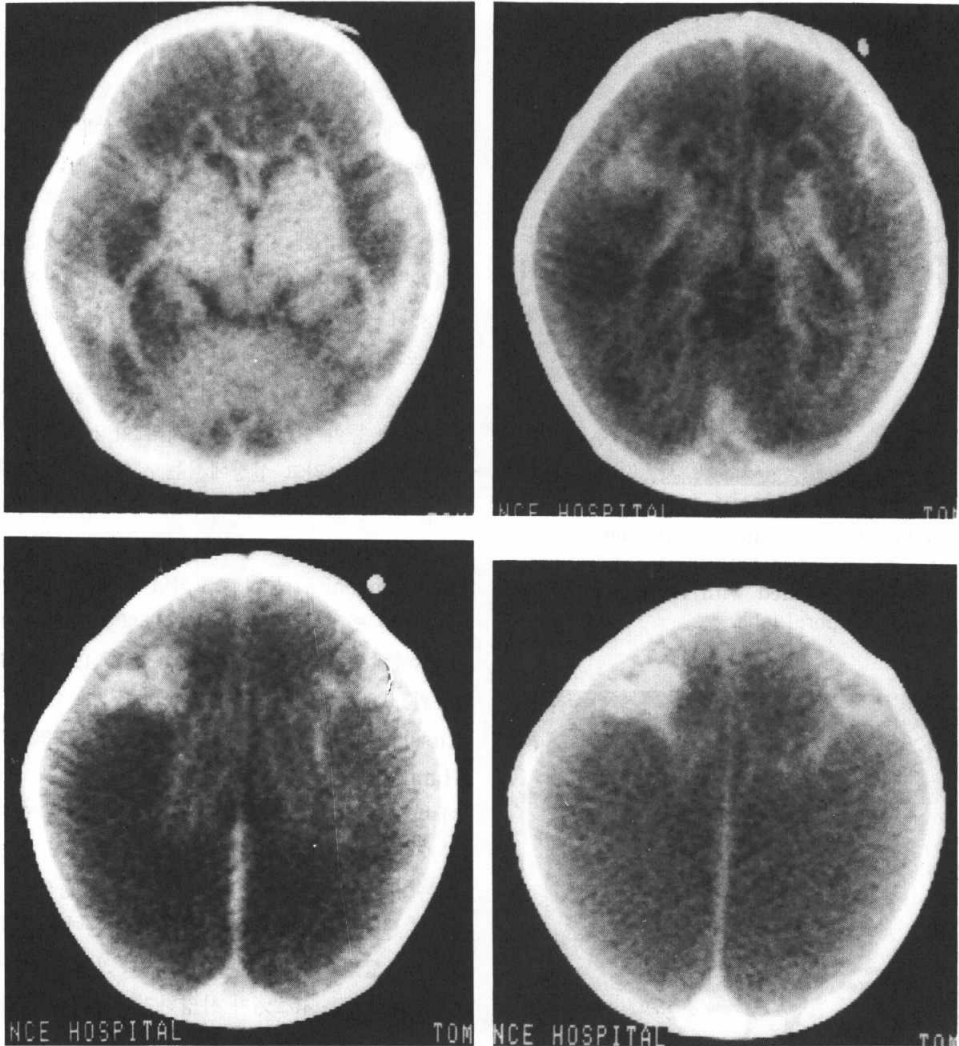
Brain CT scan showed diffuse encephalomalatic change in both frontoparietooccipital lobes and slight dilatation of both lateral ventricles.
